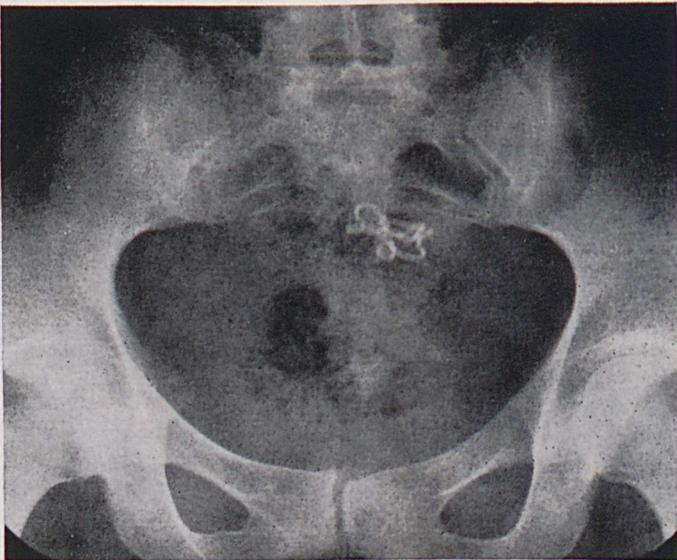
Röntgenübersicht der Patientin 6: Knäulförmig deformiertes IUP Dana superlux 4
